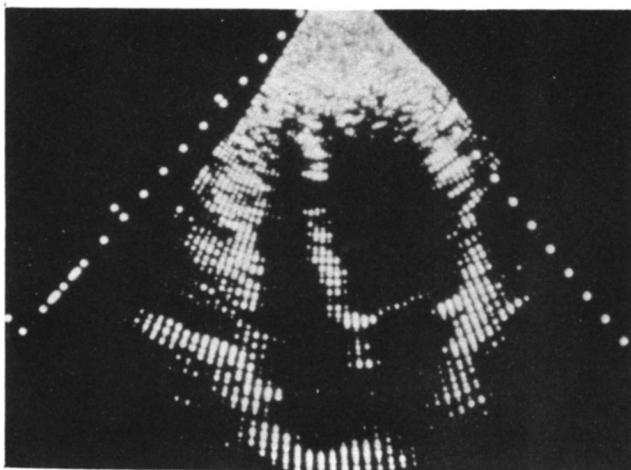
The apical 4 chamber view.
